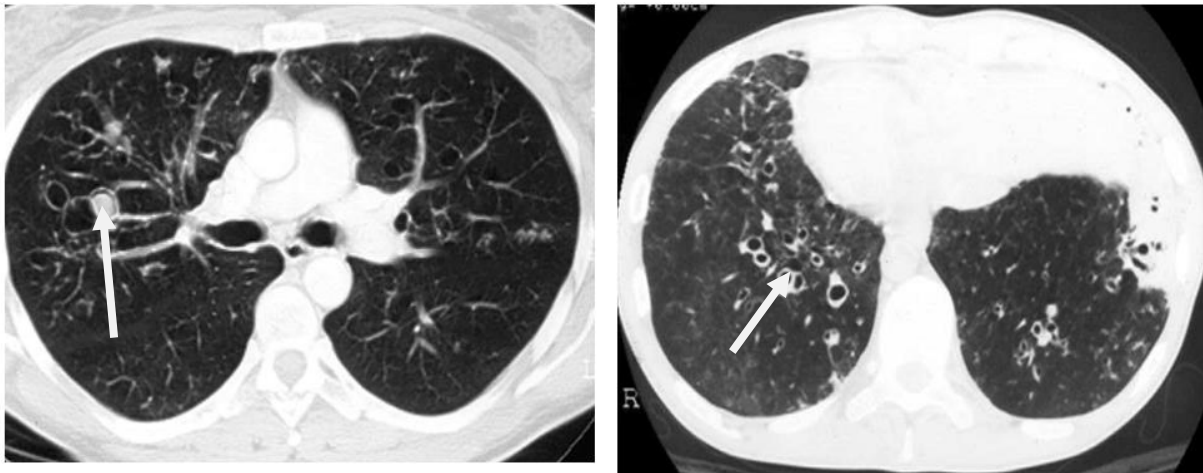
Dilatation des bronches de type cylindrique : aspect en « bague à chaton » à la TDM [13].
